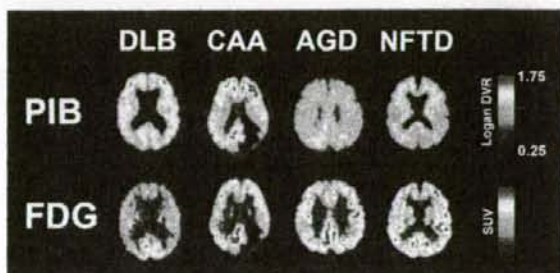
アルツハイマー病以外の認知症疾患におけるPIB-PET所見
